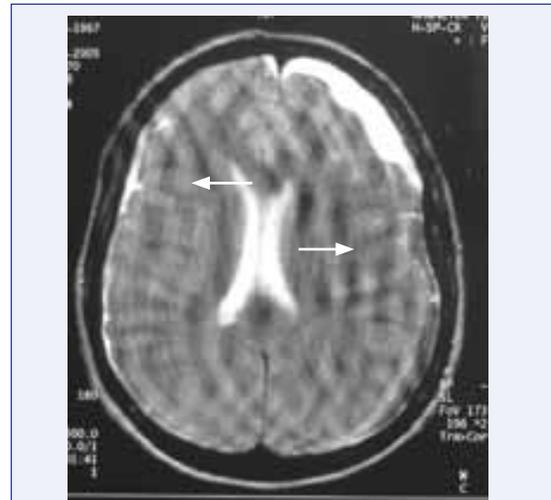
RM T2 CON IMÁGENES ISO E HIPERINTENSAS. FRONTO PARIETO OCCIPITALES BILATERALES (FLECHAS). ARTEFACTOS DE MOVIMIENTO CAUSADOS POR LA AGITACIÓN DE LA PACIENTE.
